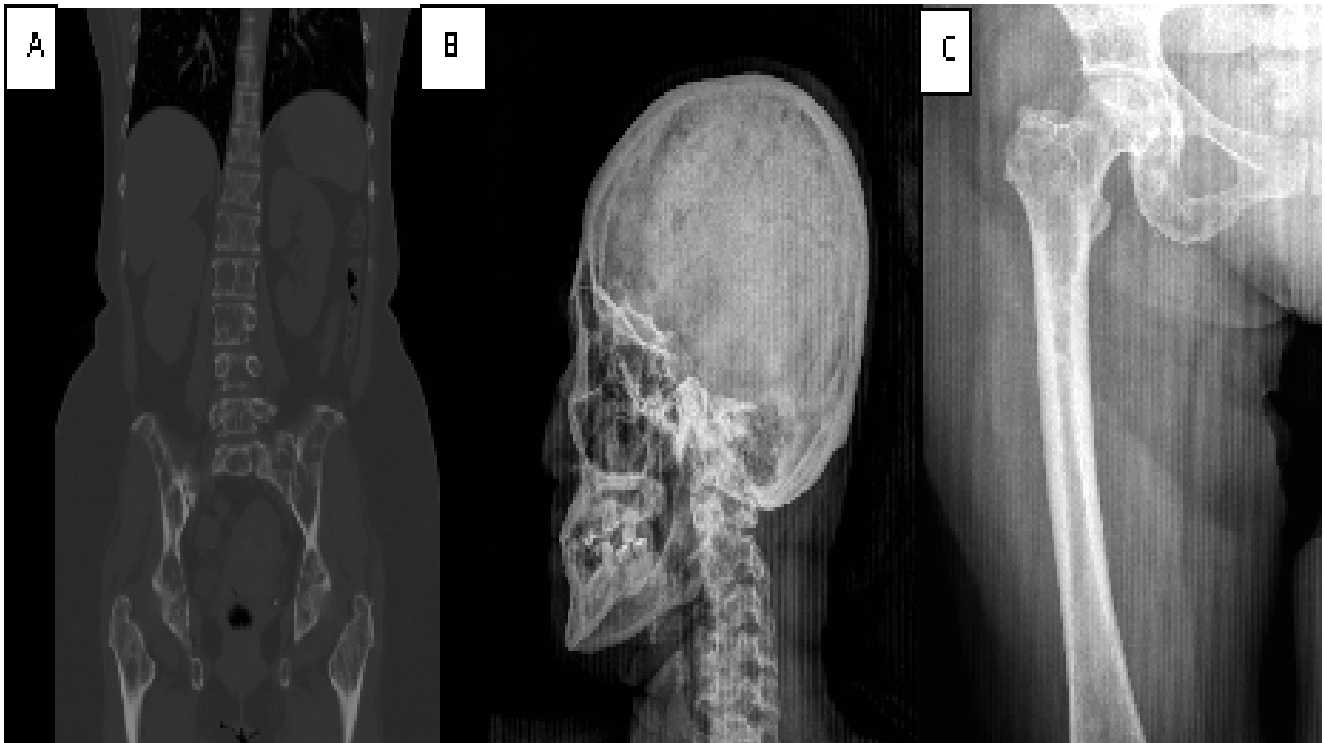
Lesiones osteolíticas. A. Tomografía simple (corte coronal), B. Rx simple lateral de cráneo, C. Rx simple de fémur.
